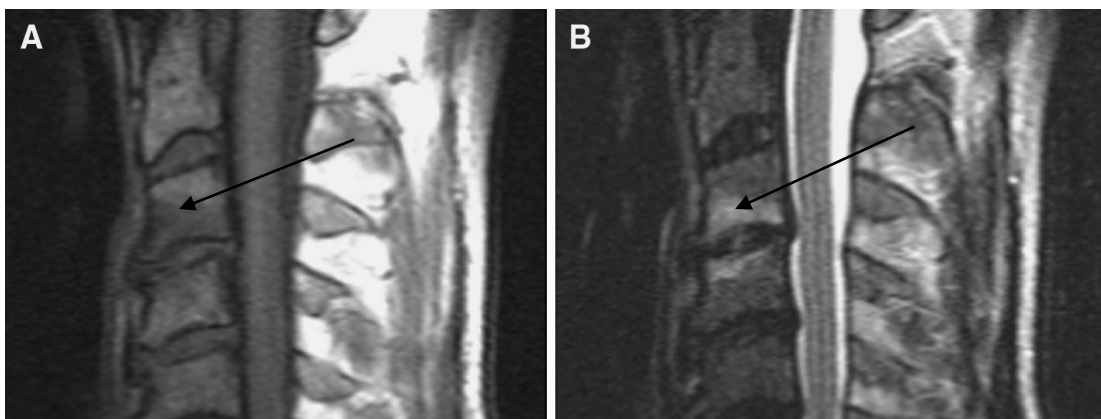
MC di tipo 1 alla RMN: a sinistra pesatura in T1, a destra in T2
